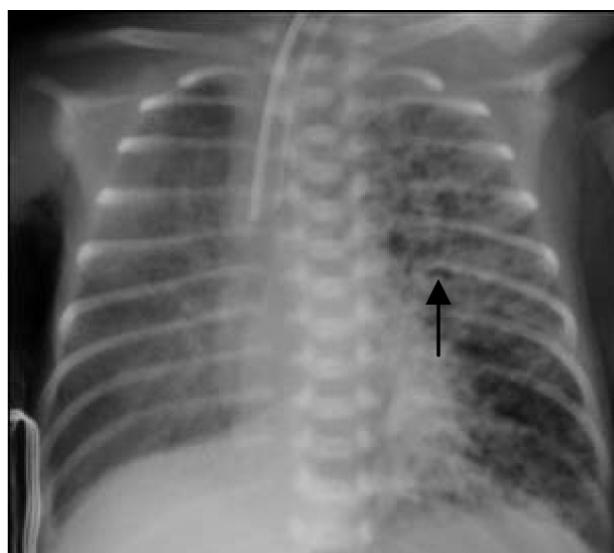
Тот же ребенок. 9-е сутки. ИВЛ. Легочные поля неравномерно прозрачны. Сетчатая деформация легочного рисунка слева. Мелкие воздушные кистозные образования. Понижение прозрачности правого легочного поля. Рентгенологический симптом запотевшего стекла — проявления отечного синдрома. Стрелкой указано утолщение стенки бронха за счет перибронхиального отека.
